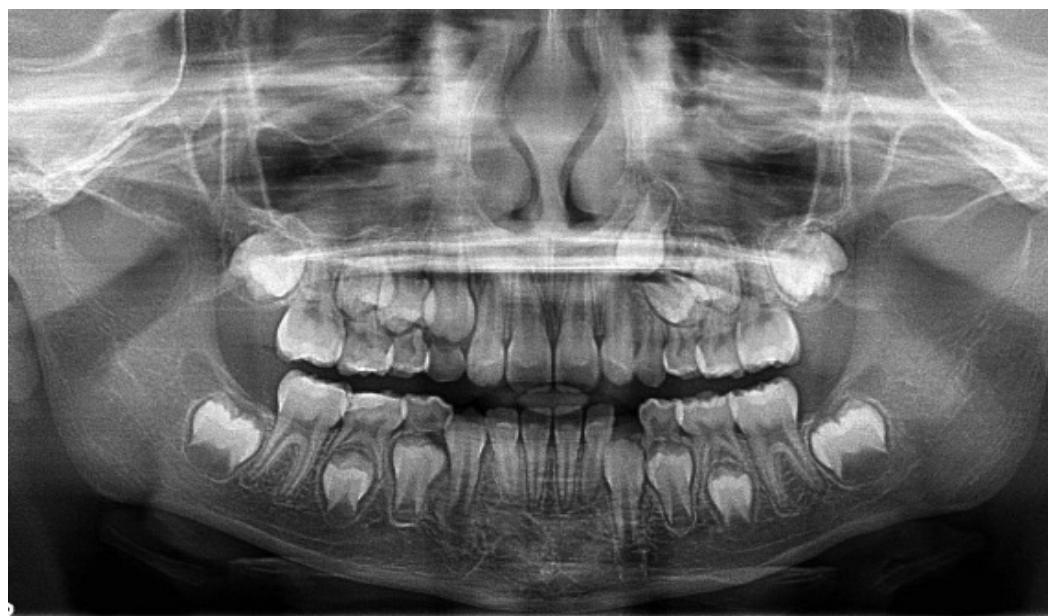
Radiografia panorâmica após 4 meses
